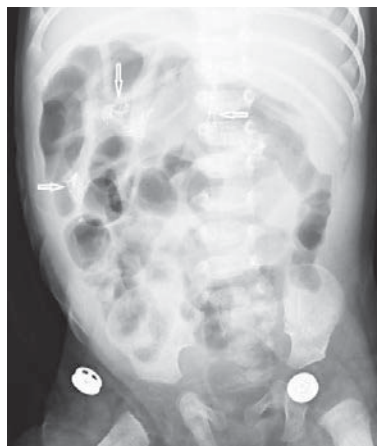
Оглядова рентгенографія органів черевної порожнини *дитини К.* віком 4 місяці (стрілками вказано на «степлерні лінії»)
